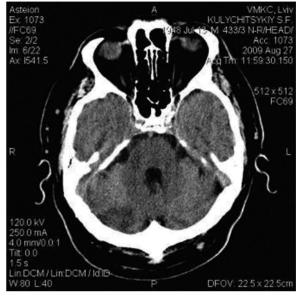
КТ хворого К. з ішемічним інсультом у ВББ (до лікування цитофлавіном)
